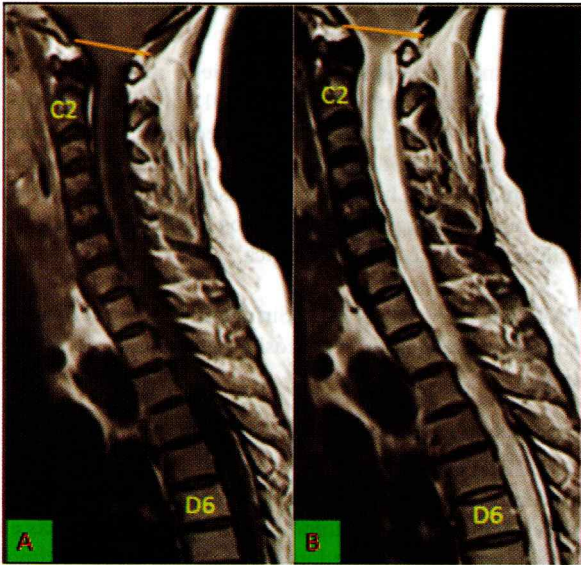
Cavidad siringomiélica C2 hasta D6 vistas en la RMN simple en T1 (A) y T2 (B) nótese la presencia de malformación de Chiari tipo I.
